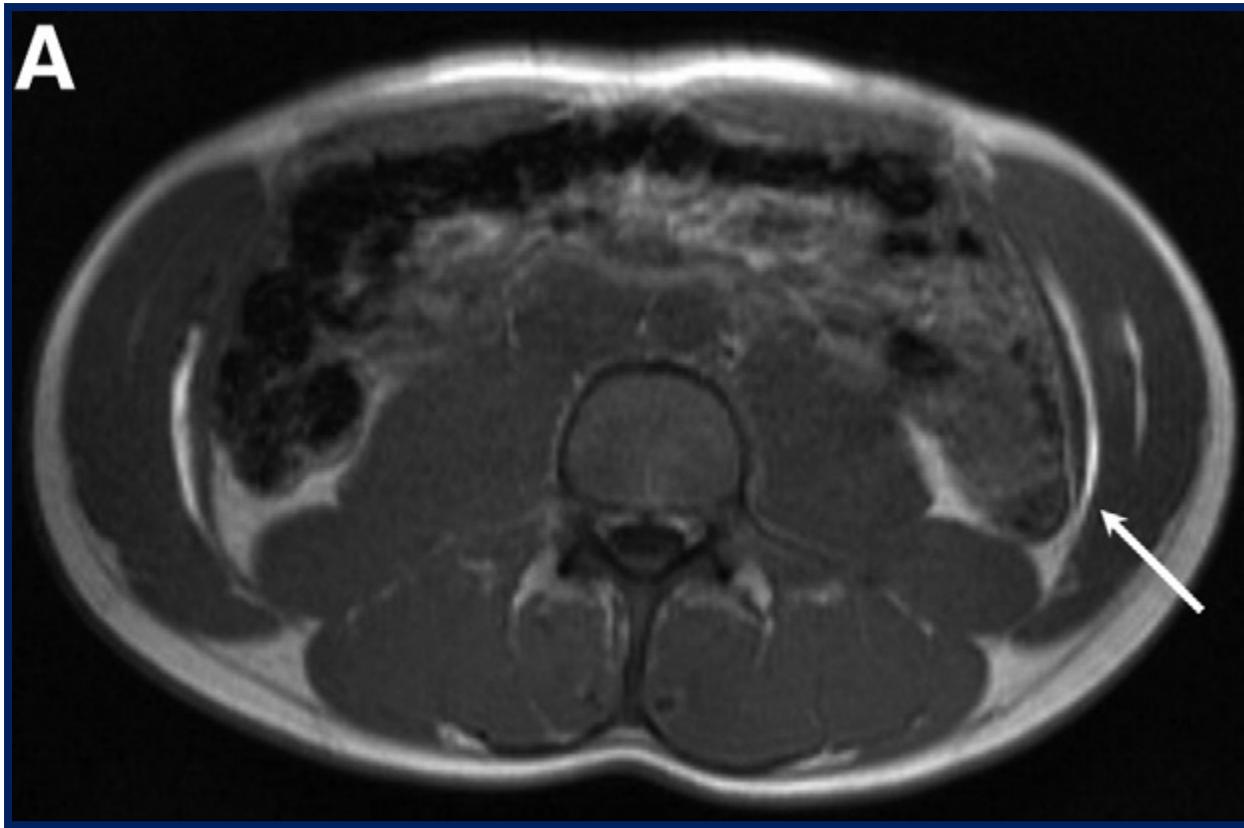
Image IRM objectivant la présence de l'AL 4h après injection
